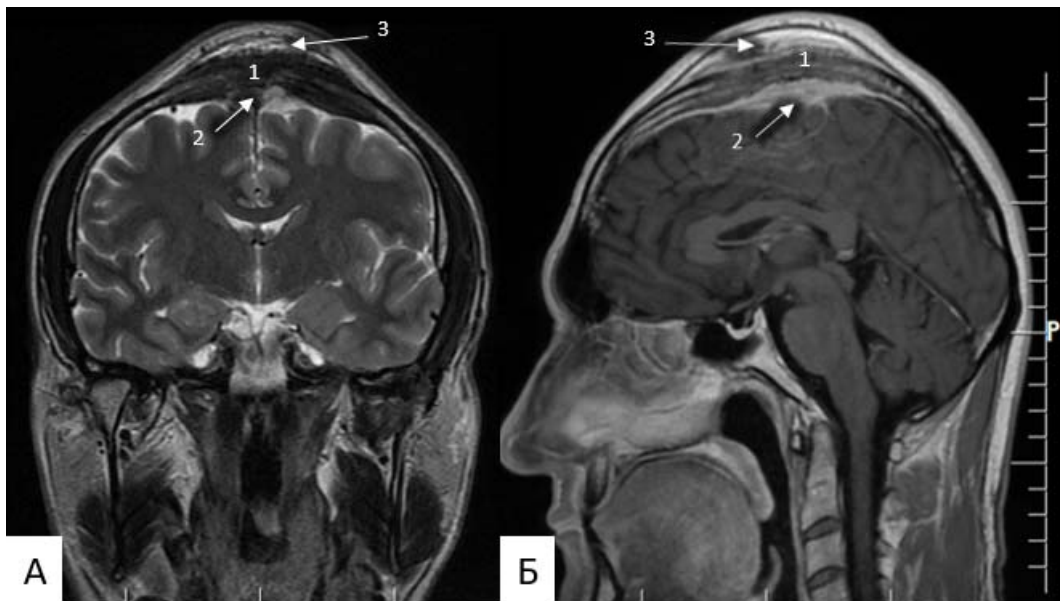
МРТ головного мозга до операции. А (коронарный срез, T2 – взвешенное изображение); Б (сагиттальный срез, T1-взвешенное изображение с контрастированием); 1 – гиперостоз; 2 – интракраниальная часть опухоли; 3 – экстракраниальная часть опухоли
